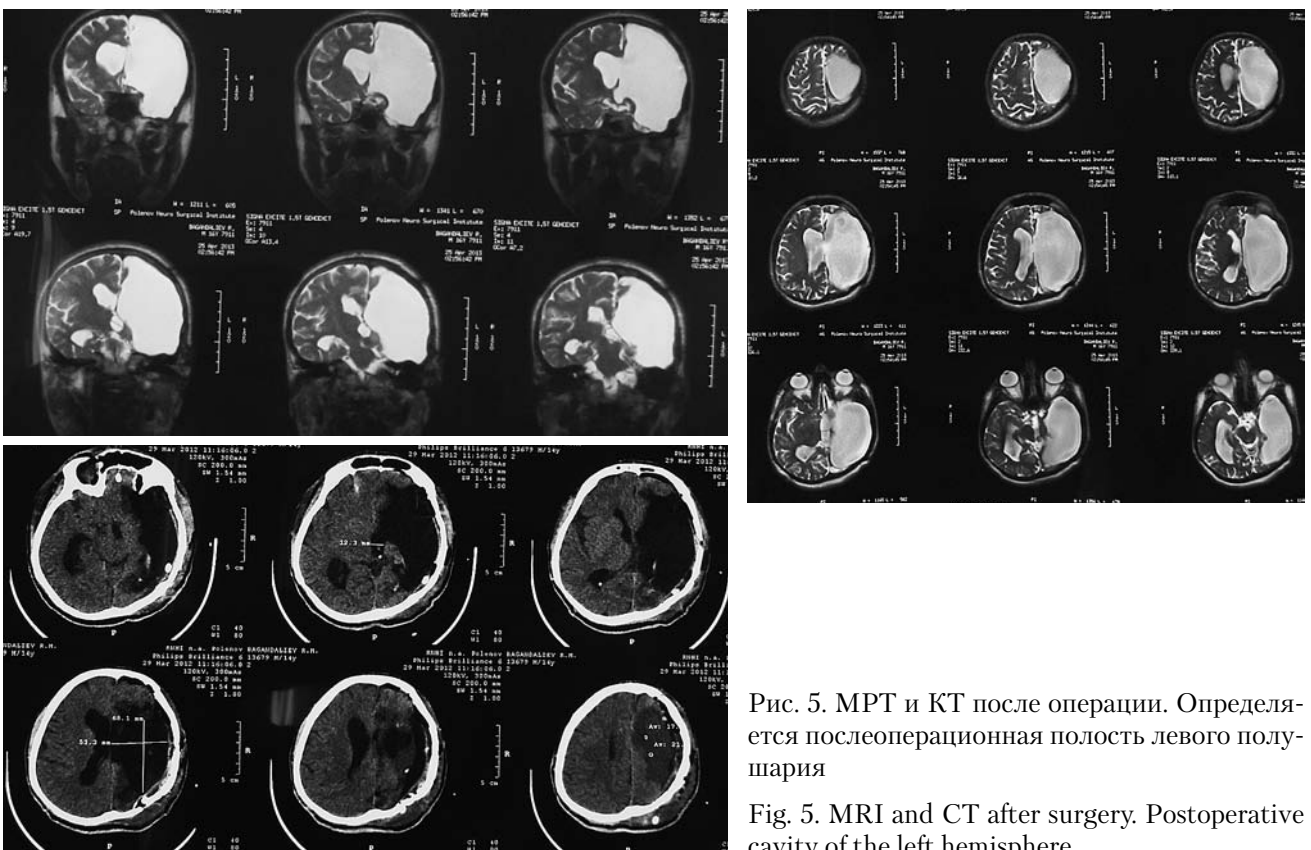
МРТ и КТ после операции. Определяется послеоперационная полость левого полушария
